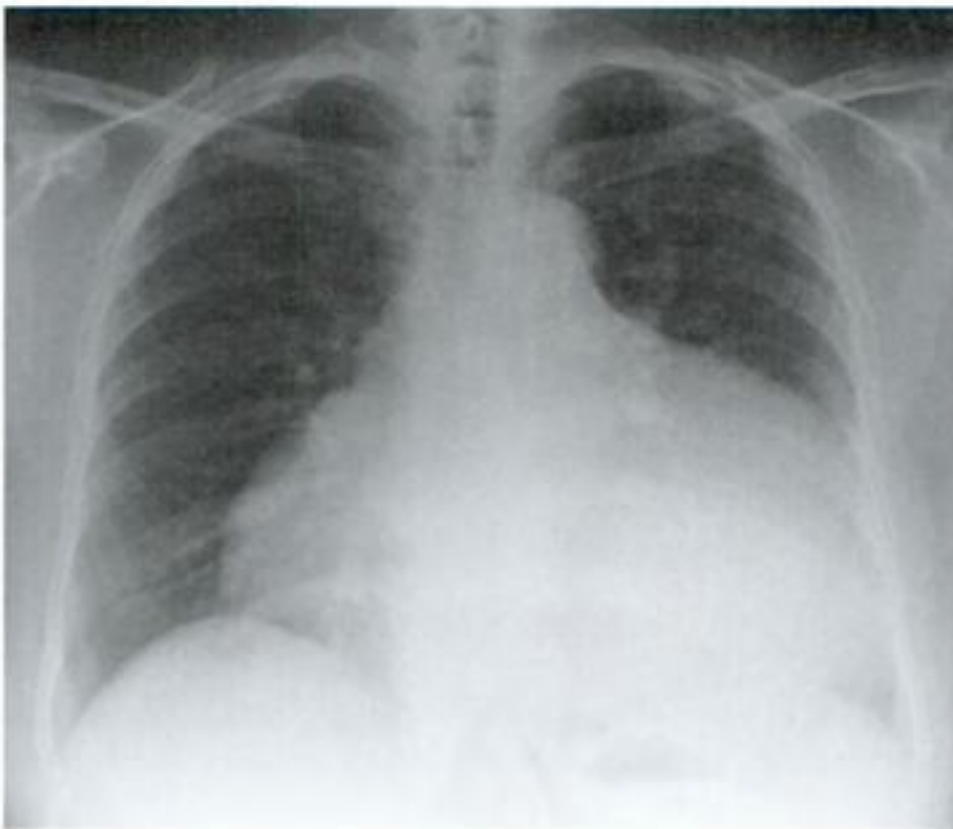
Radiographie thoracique montrant un épanchement péricardique. Notez la forme caractéristique des bords droit et gauche du cœur.
